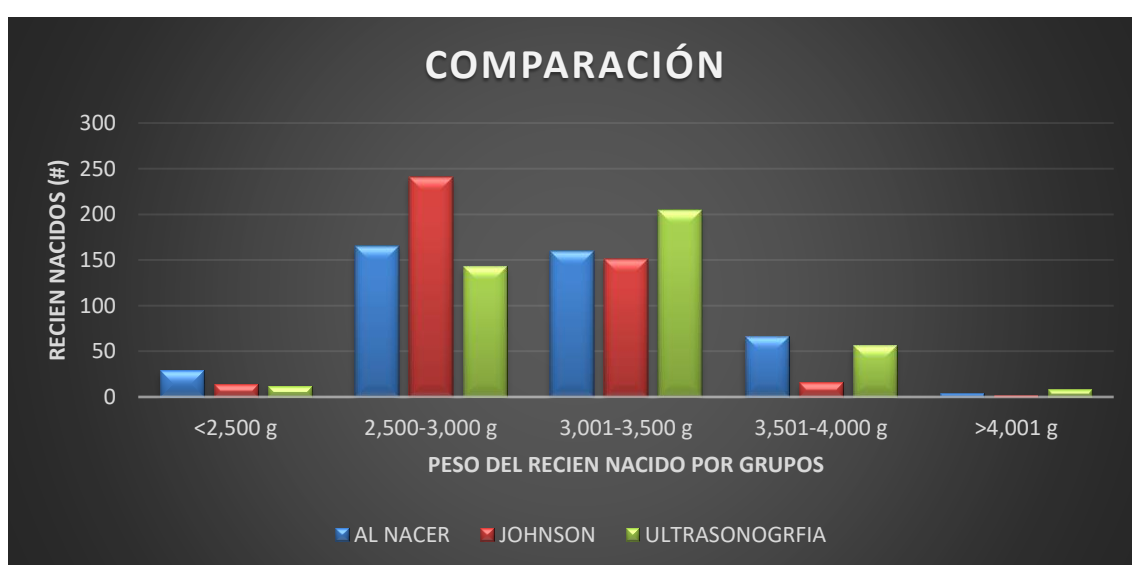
Comparación de los pesos estimados por los métodos de Johnson, ultrasonografía comparados con peso al nacer.
